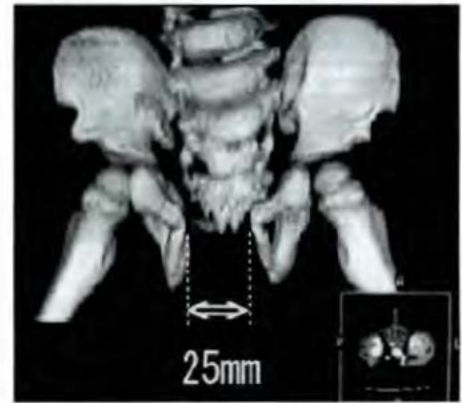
術後 3D CT 像 (1 年 4 か月)
